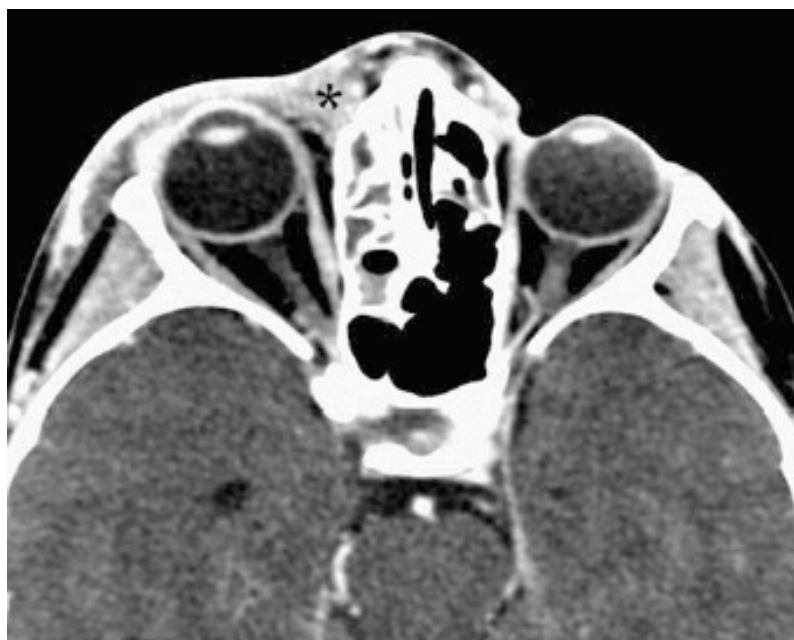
Celulite pré-septal (espessamentos dos tecidos moles pré-septais (*)). Imagem de Tomografia Computorizada axial, com contraste. Extraído de [20]
